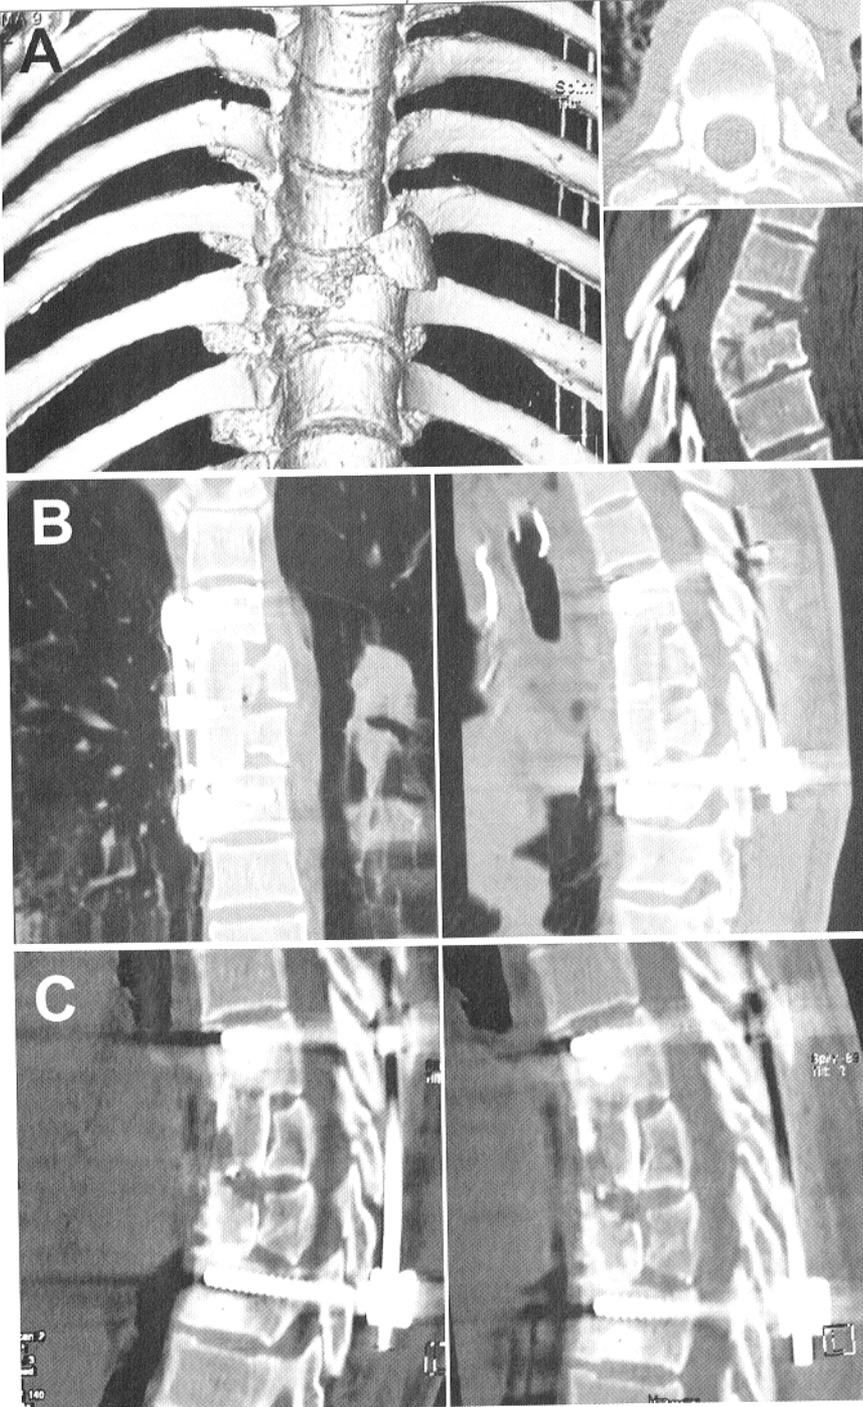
▲ 29-jährige Patientin (Nr. 20) mit frakturiertem trikortikalen Knochenblock nach trisegmentaler anteriorer Instrumentierung bei hochinstabiler Verletzung von Th7/Th8. In der kurzfristig durchgeführten CT-Kontrolle kein sekundärer Korrekturverlust der Instrumentierung. a Unfall-CT inklusive 3D-Rekonstruktion. b Koronar und sagittal rekonstruierte CT unmittelbar postoperativ. c Sagittal rekonstruierte MSCT 9 Monate postoperativ (links) sowie 12 Monate postoperativ (rechts) mit Nachweis einer zunehmenden Einheilung des Transplantats im kranialen Bereich ohne Korrekturverlust oder Auslockerung der Instrumentierung
